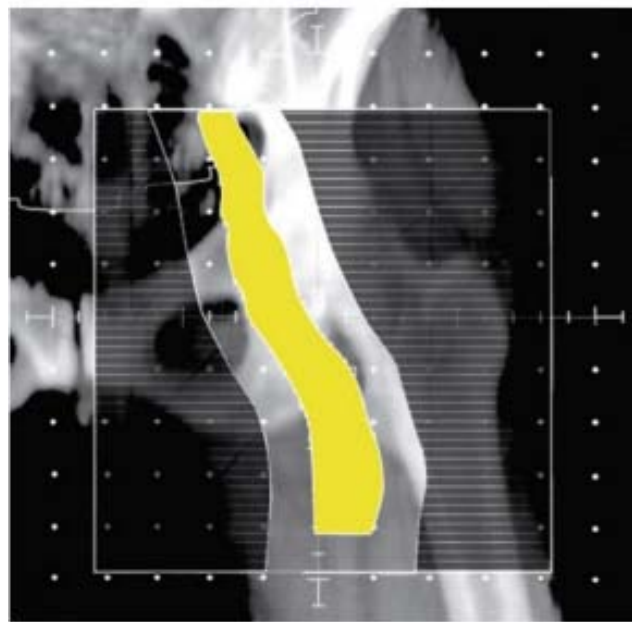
Radiographie reconstruite numériquement d'un champ de traitement pelvien unilatéral représentant les contours tomодensitométrique des ganglions lymphatiques pelviens et inguinaux concernés. [178]
